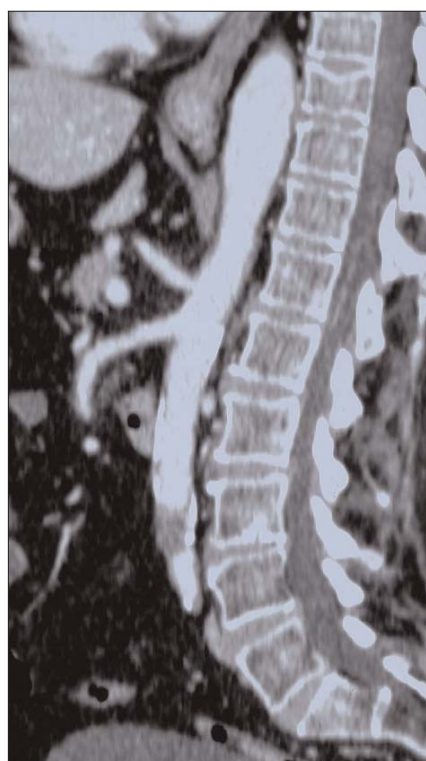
Tomografía computarizada abdominal: trombosis segmentaria corta de la aorta infrarrenal, a la altura de L3, donde se sitúa una placa posterior calcificada. La aorta terminal y su bifurcación se encuentran permeables.
